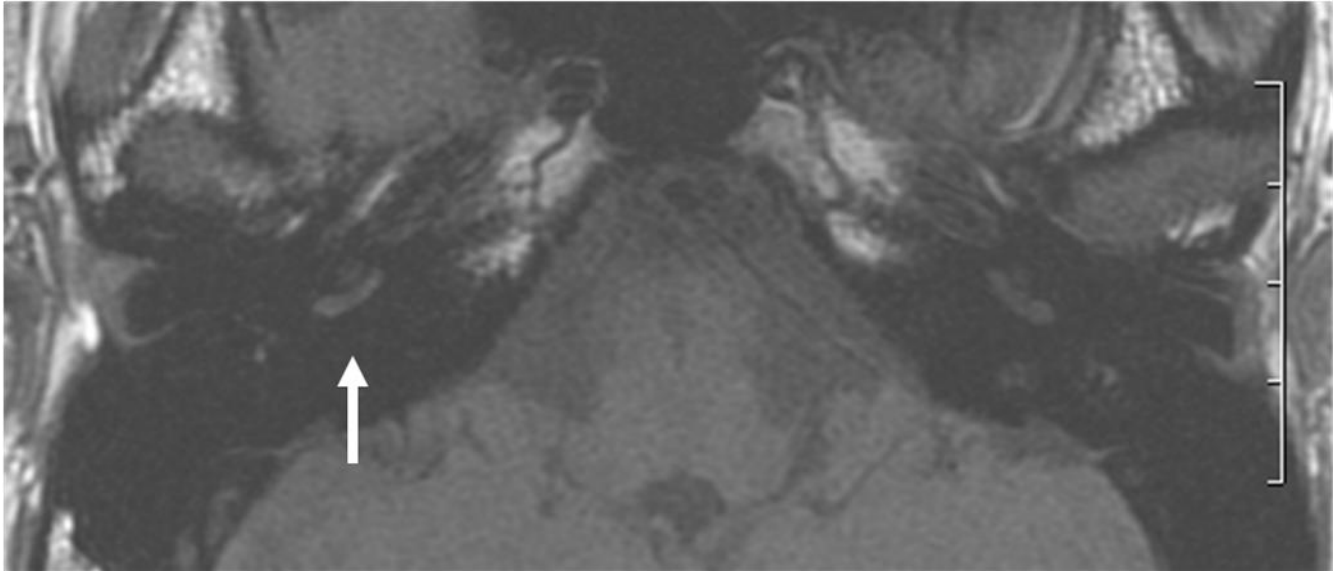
Caso clinico 3- SSNHL destra- RM 3T, sequenza T1-pesata, scansione assiale: Lieve iperintensità del giro basale della coclea destra (Il reperto si apprezza meglio se confrontato con la coclea controlaterale).
